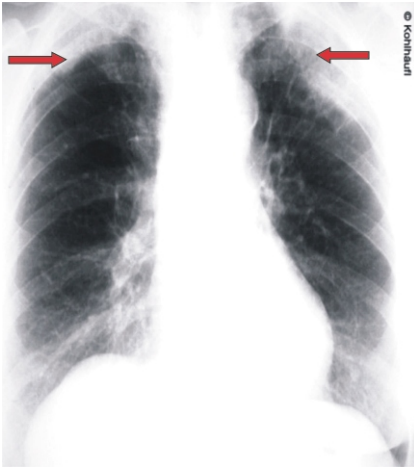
Röntgen Thorax p.-a.: Bilaterale kranial im Bereich der Oberlappen gelegene Infiltrationen.
